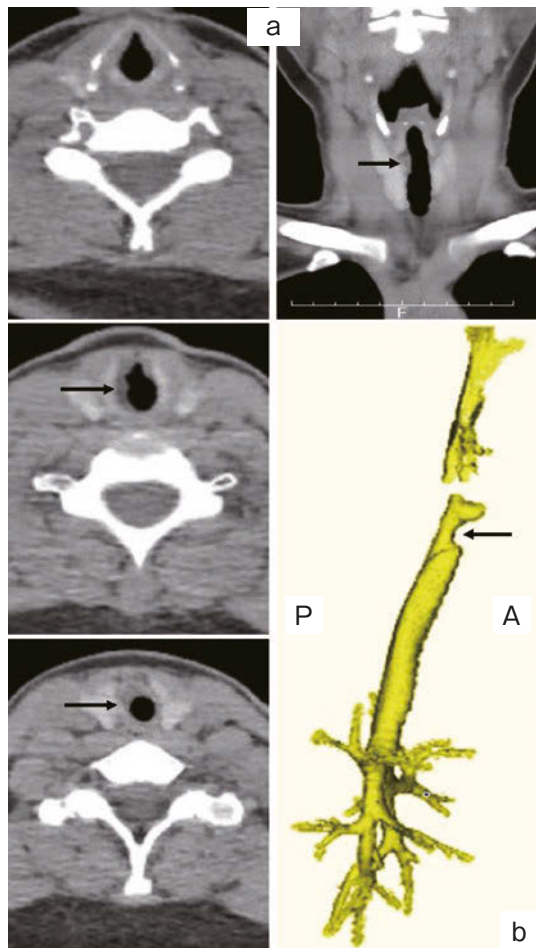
Neck CT and virtual bronchoscopy findings. (a) Axial and coronal CT scan of the neck exhibiting subglottic stenosis. (b) Virtual bronchoscopy. A: anterior. P: posterior. Arrows indicate the stenotic lesion.
